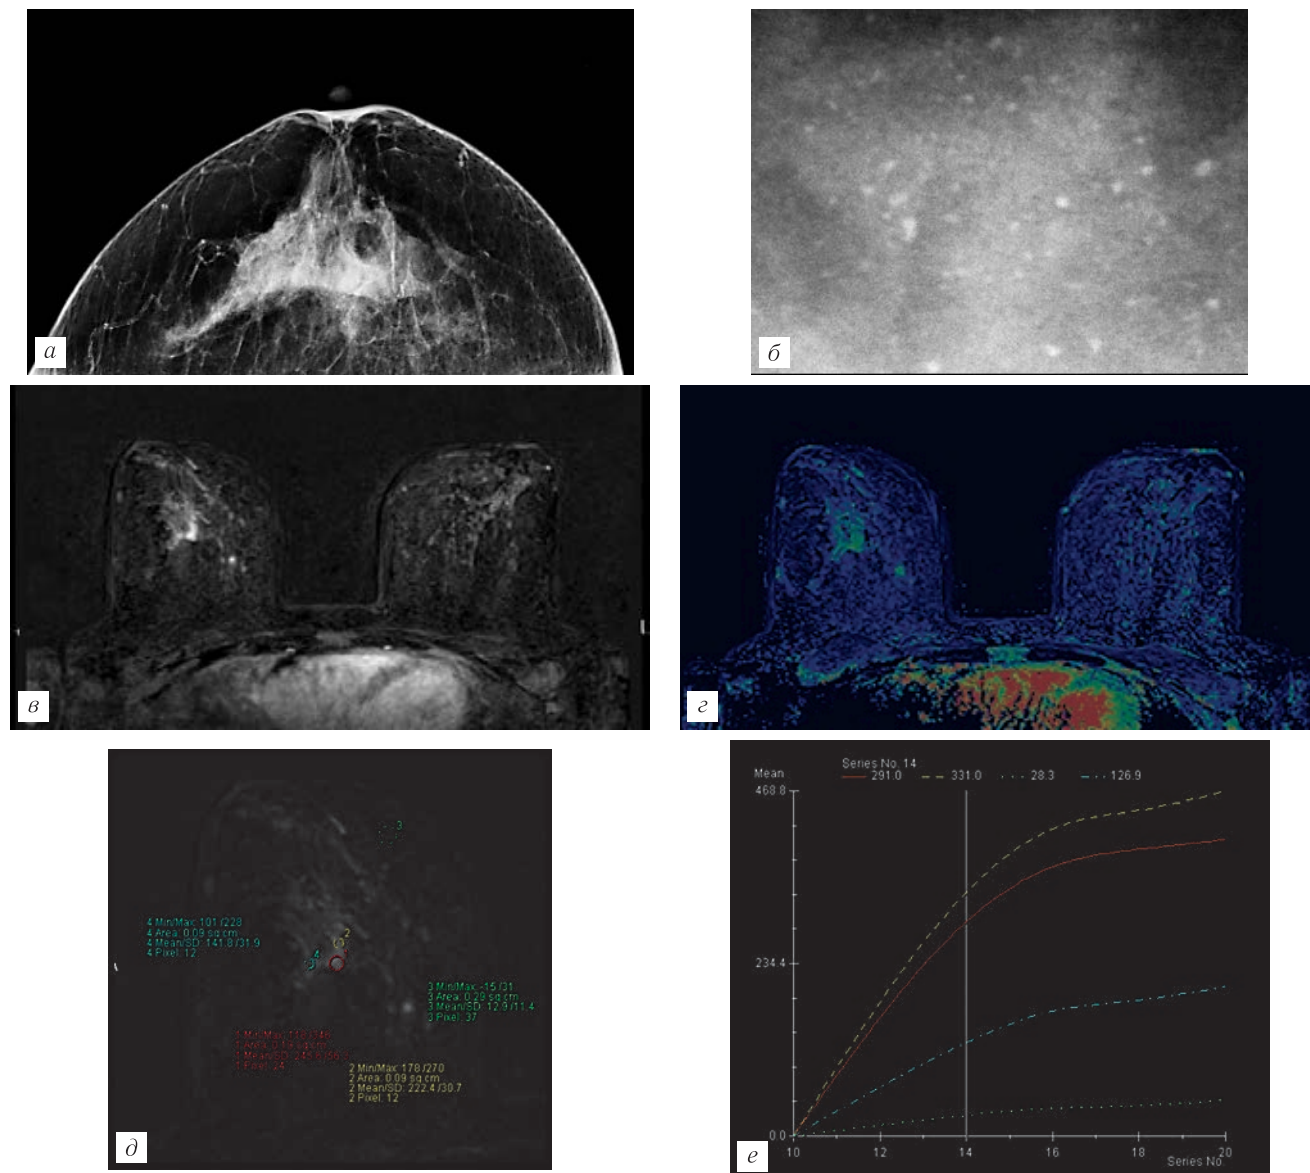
МГ правой МЖ в прямой проекции, участок сгруппированных микрокальцинатов (а); прицельная цифровая МГ с увеличением изображения — высокая плотность микрокальцинатов на единицу площади (б); постконтрастная серия T1 FS на 58-й секунде от введения КС. В правой МЖ железе на границе квадрантов визуализируется участок усиления без видимого узла, гетерогенного контрастирования с неровными, местами тяжистыми контурами (в); параметрическая карта Wash In — выраженное повышение интенсивности сигнала от выявленного участка в фазу накопления — признаки гиперваскуляризации (г); МРТ МЖ выявленный участок в правой МЖ с контрастированием (д); кинетические кривые участка усиления без видимого узла правой МЖ II типа (е).
